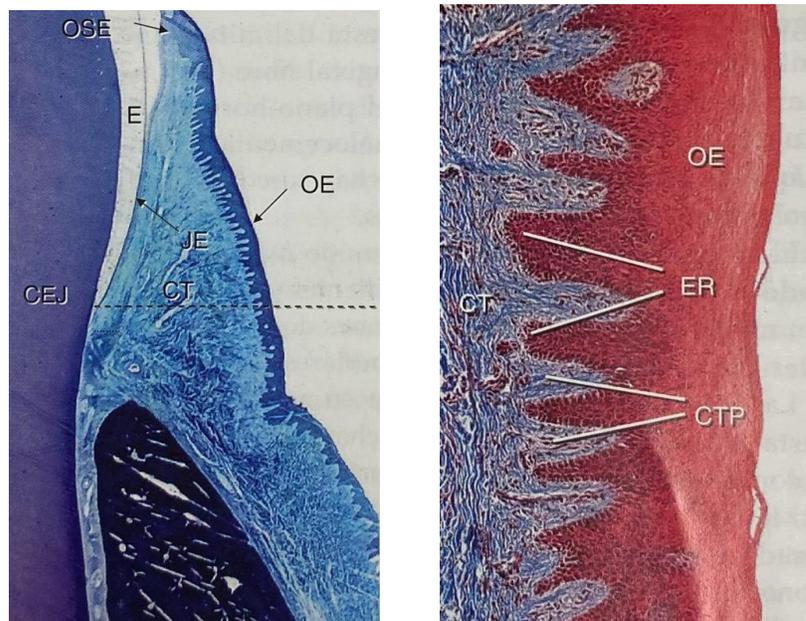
Fotografía microscópica de los tejidos de la encía, (OE) epitelio oral externo, (OSE) epitelio del surco, (JE) epitelio de unión, (CT) tejido conectivo, (CEJ) unión cemento-esmalte, (E) esmalte, (CTP) papilas coriales. ³
